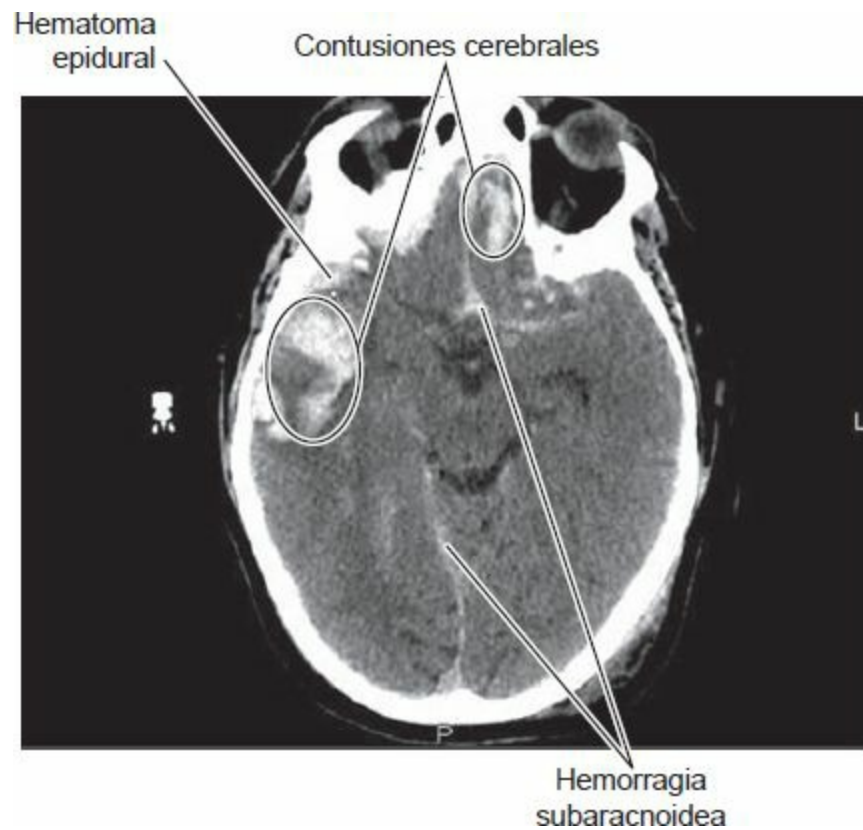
• TC del cerebro en la lesión cerebral traumática que muestra contusiones cerebrales hemorrágicas en los lóbulos temporal y bifrontal, hemorragia subaracnoidea y hematoma epidural.
